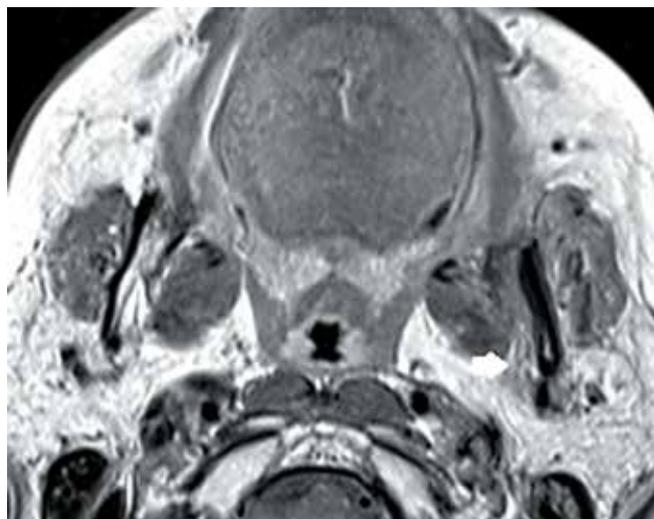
Магнитно-резонансная томограмма в режиме T1-взвешенного изображения с контрастным усилением: признаки периневрального распространения опухоли слизистой оболочки альвеолярного отростка нижней челюсти, утолщение нижнего альвеолярного нерва в области отверстия канала нижней челюсти (показано стрелкой)
